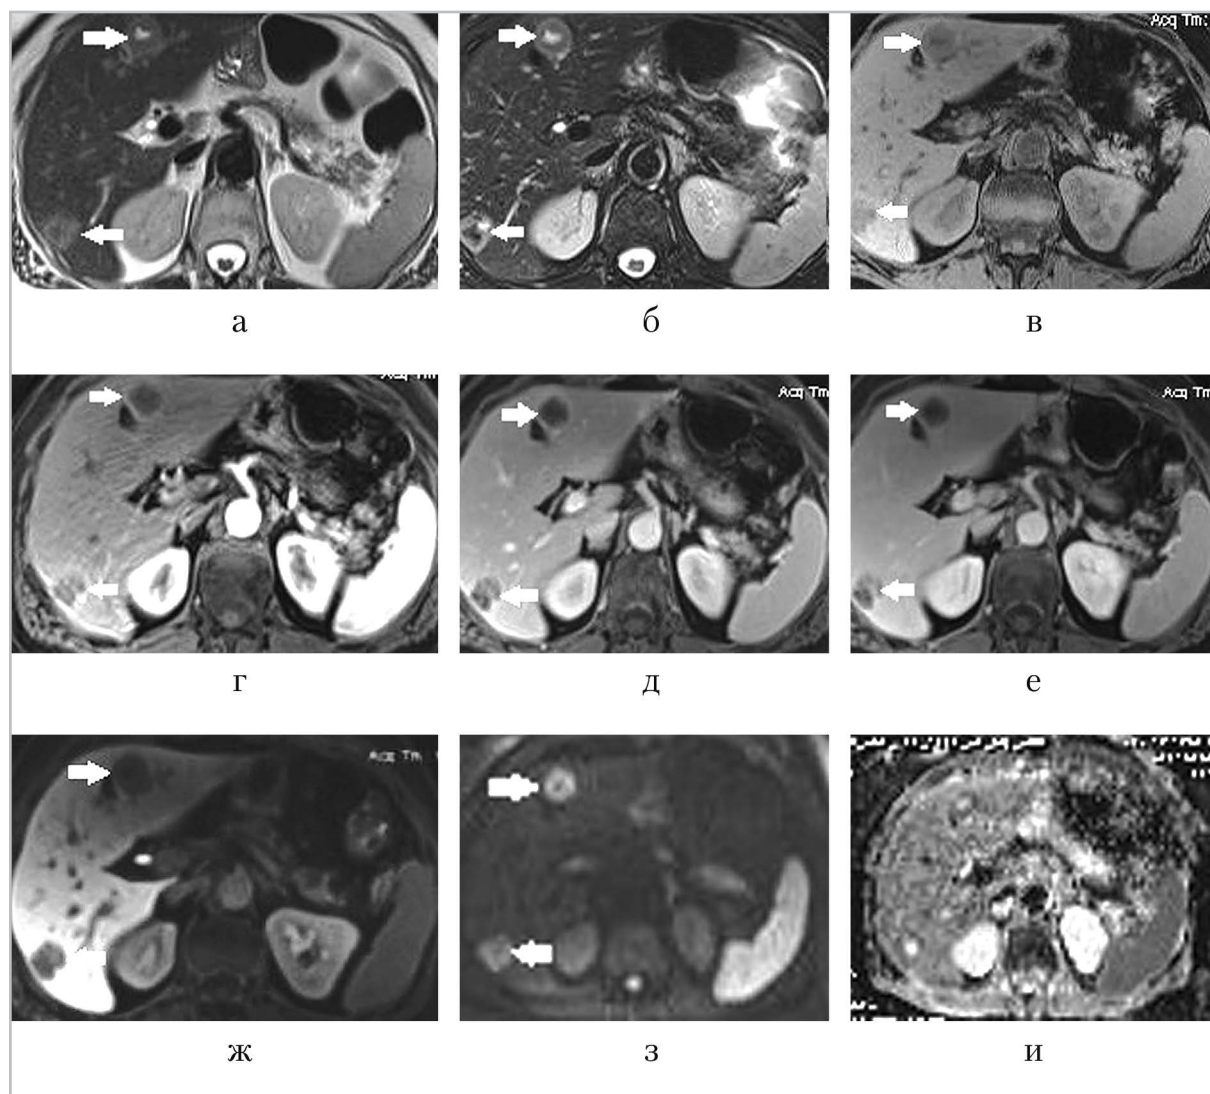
МР-томограммы пациентки Г., 57 лет. Метастазы КРР в печень КРР. В IV и VI сегментах печени визуализируются новообразования, характеризующиеся повышенной интенсивностью сигнала на Т2-ВИ (а), с зоной центрального некроза опухоли (а, б — стрелка), наличием периферической ареолы, которая лучше дифференцируется на Т2 FS-ВИ (б — стрелка), пониженной интенсивностью сигнала на Т1-ВИ (в). На изображениях ДКУ (г — артериальная фаза; д — портальная фаза; е — равновесная фаза) очаги накапливают контрастное вещество по периферии с поздней артериальной фазы (г). Отсутствует фиксация контрастного вещества в структуре очага в гепатоспецифическую фазу контрастирования (ж). На ДВИ $b = 1000 \text{ с/мм}^2$ очаги имеют повышенную интенсивность сигнала (з), пониженную — на карте ИКД (и)
